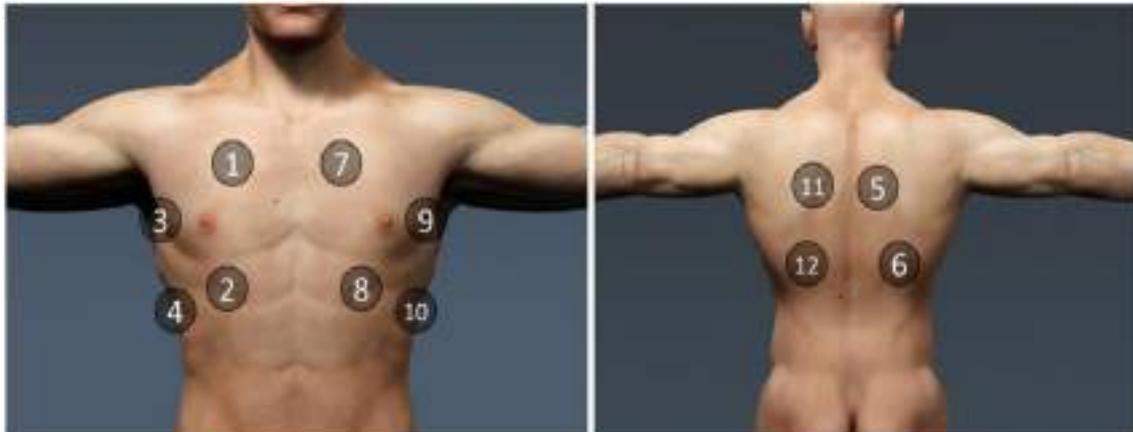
Sistemática de exploración de lung ultrasound score o LUSS. Tomado de Martínez-Buendía et al¹⁰⁴.
